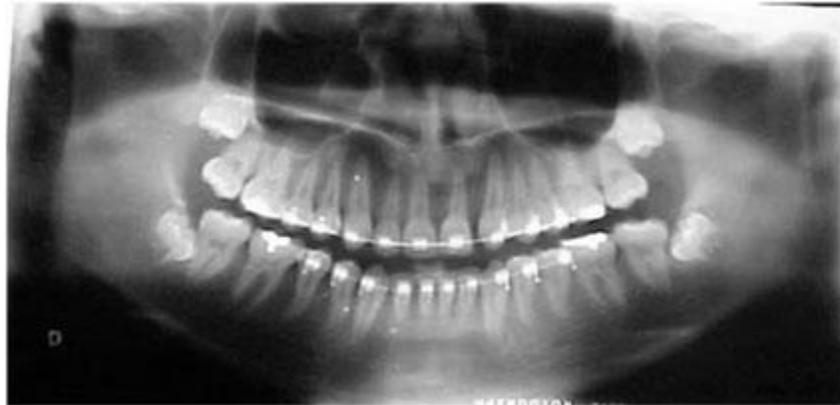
Fotografía de la radiografía Panorámica del paciente finalizando la posición de los dientes donde se puede observar la nueva posición del incisivo existiendo un paralelismo con los otros incisivos.
